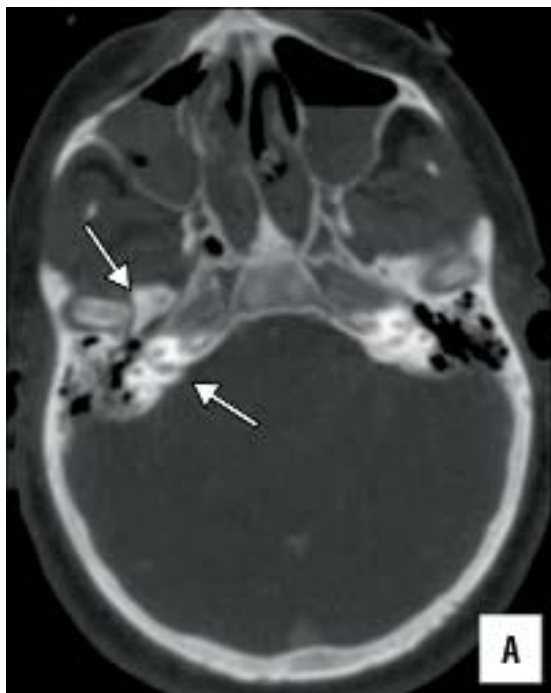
TC fractura de peñasco.
